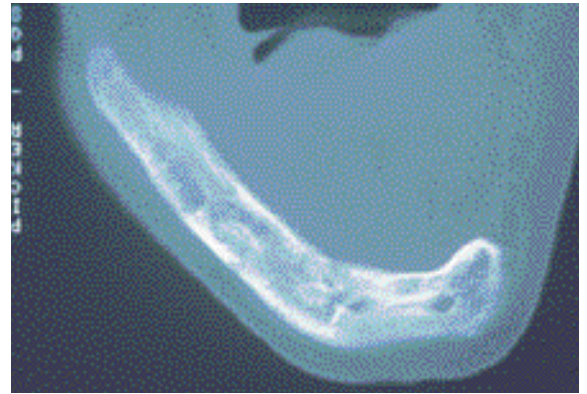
TDM coupe axiale, cicatrisation osseuse.
